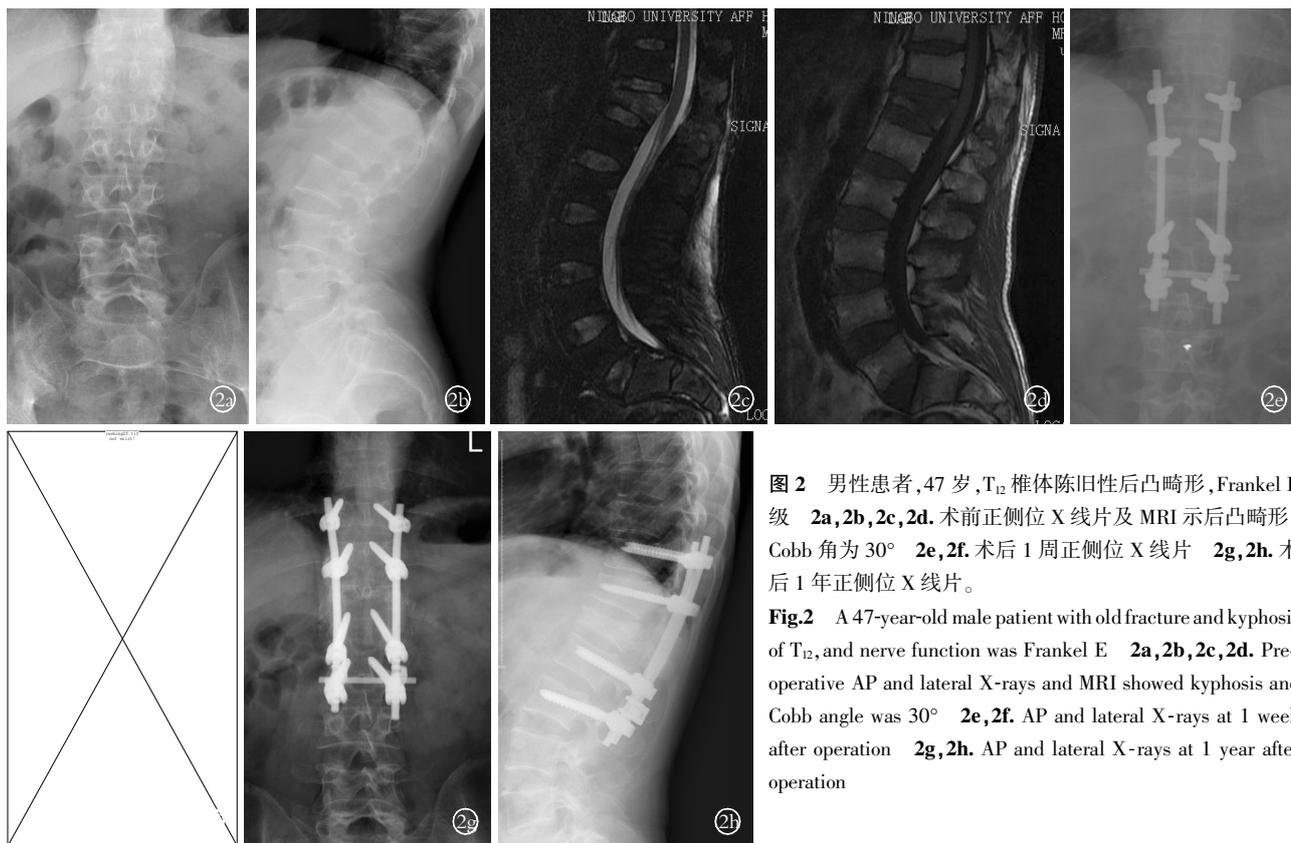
男性患者,47 岁,T₁₂ 椎体陈旧性后凸畸形, Frankel E 级 2a,2b,2c,2d. 术前正侧位 X 线片及 MRI 示后凸畸形, Cobb 角为 30° 2e,2f. 术后 1 周正侧位 X 线片 2g,2h. 术后 1 年正侧位 X 线片。
